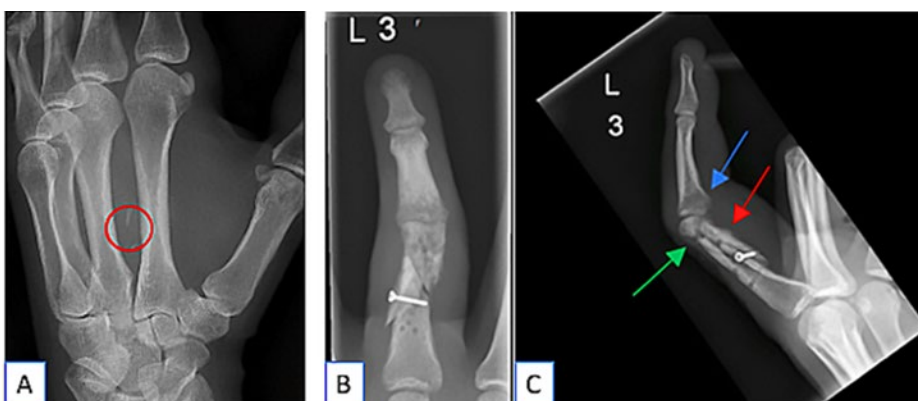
Röntgendichter Glassplitter (links), Grundphalanxfraktur mit Osteomyelitis (rechts).
